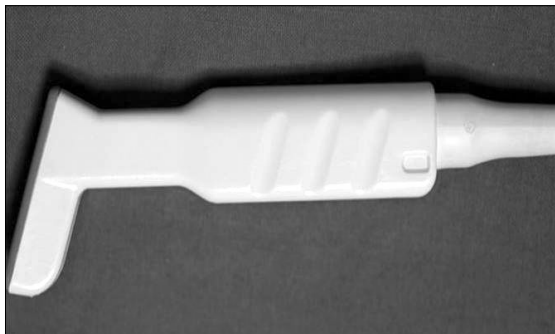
A probe of the CL 15-7 linear array transducer ultrasound.
